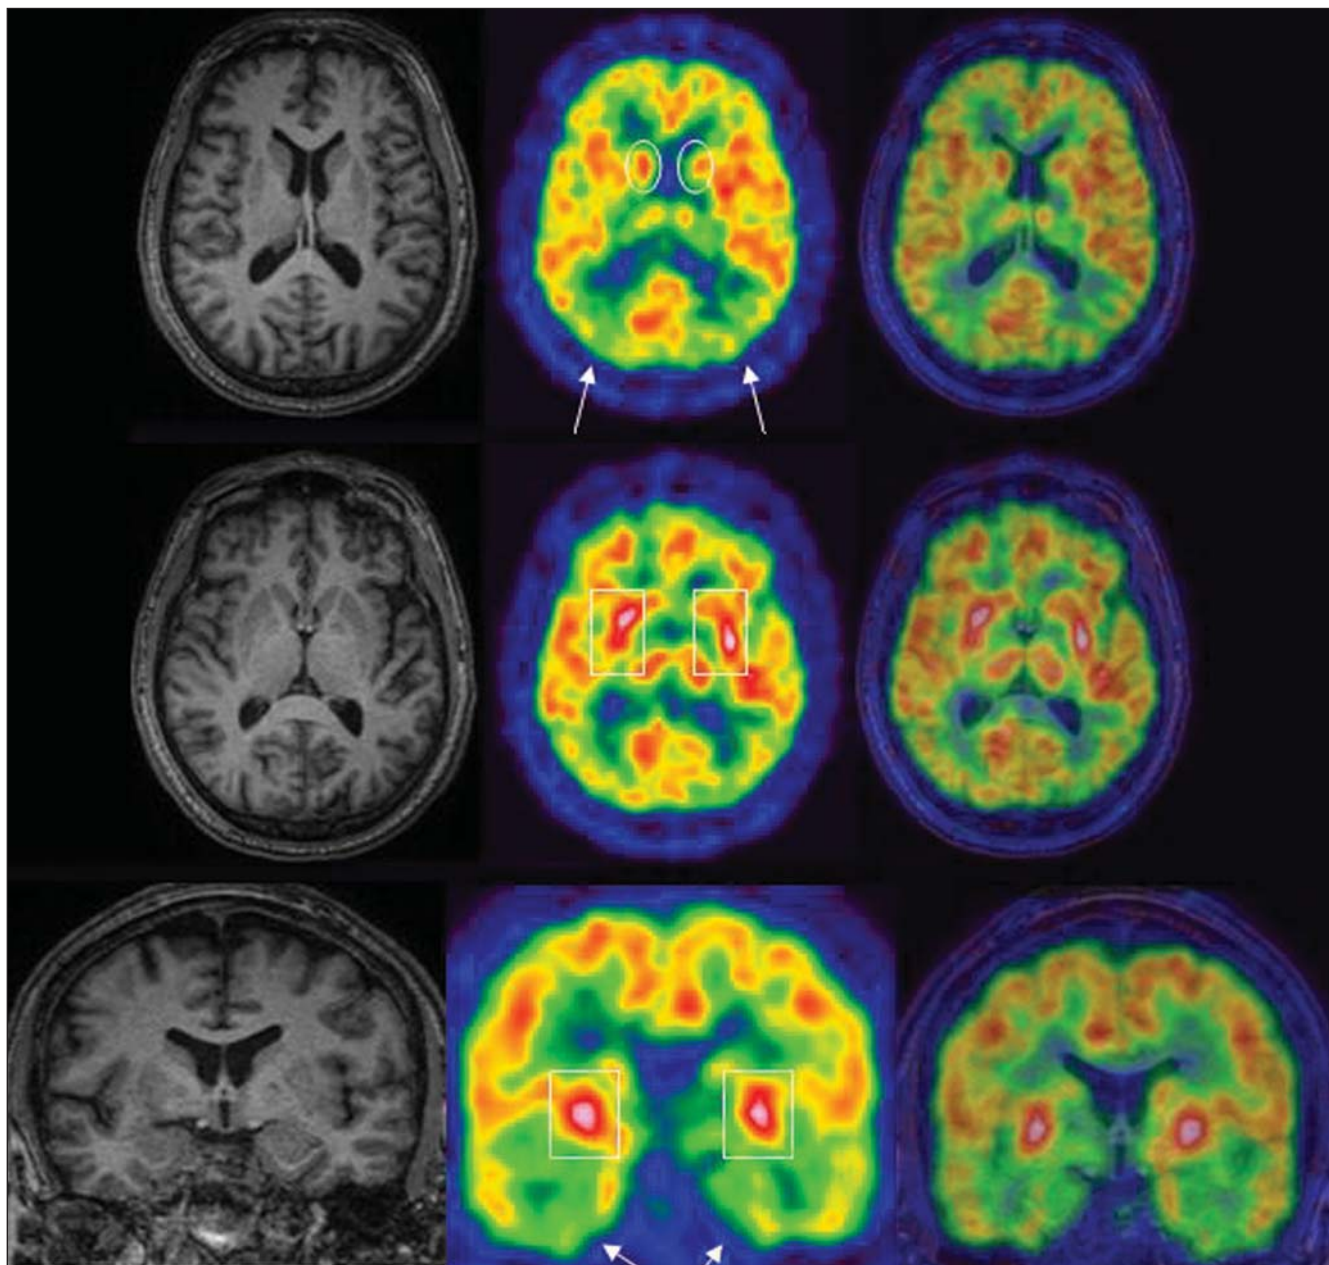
Paciente C.V., 57 anos de idade, portador de síndrome parkinsoniana. Há hipercaptação do FDG pelo corpo estriado (círculos e retângulos) associada a hipocaptação temporoparietal (setas). Estes achado são bem representativos da doença de Parkinson. Por ser um estudo normal, a RM exclui a hipótese de outras causas de parkinsonismo, além de ajudar na localização precisa dos achados do PET.
